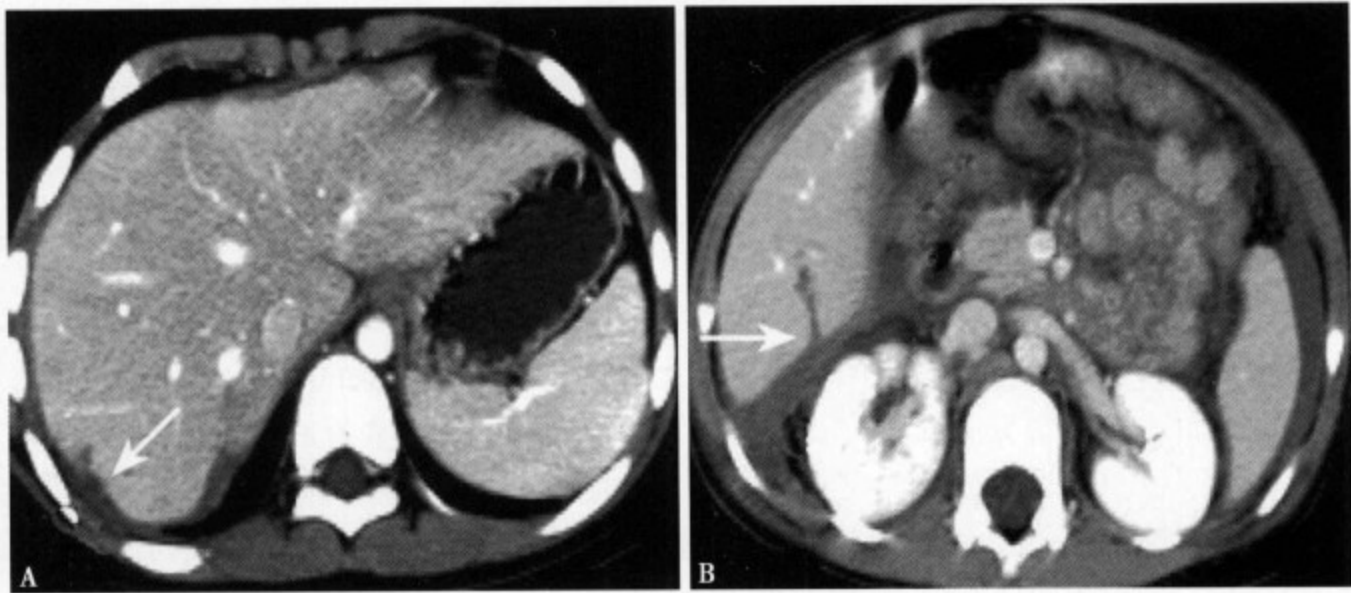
(A) I 级肝损伤: 增强 CT 示肝右后叶包膜下撕裂; (B) II 级肝损伤: 增强 CT 示肝右后叶撕裂 <3cm, 肝肾隐窝见少量积液
